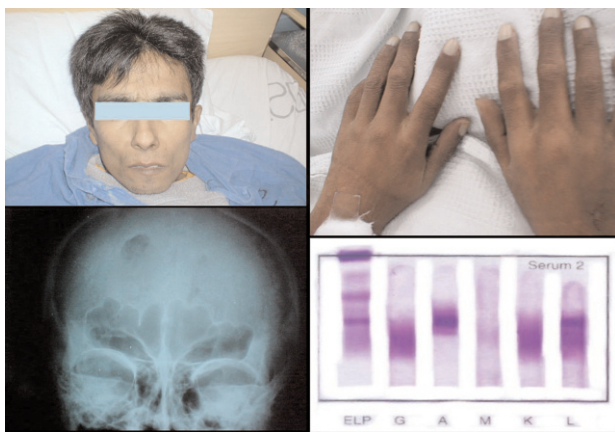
Paciente delgado con hipocratismo digital e hiperpigmentación. Radiografía de la calota craneana que muestra lesiones en sacabocados típicas de mieloma múltiple, y la inmunofijación, banda monoclonal de cadena lambda de inmunoglobulina A.
